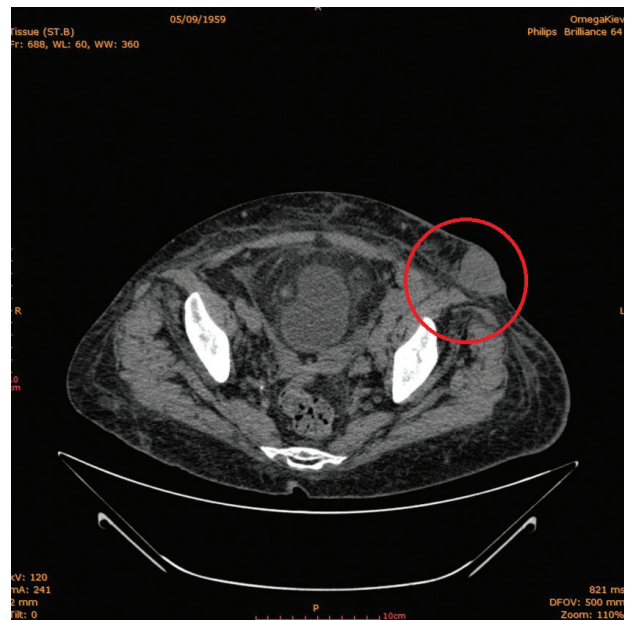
Комп'ютерна томографія черевної порожнини. Колом позначено доступний візуальному спостереженню конгломерат метастатичних вузлів у лівій здухвинній ділянці
